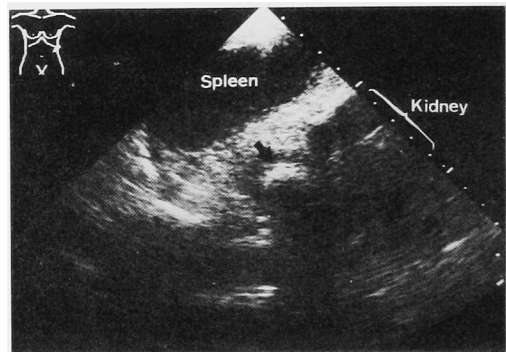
腹部エコー: 左腎上部に acoustic shadow を伴った腫瘤陰影を認める.
